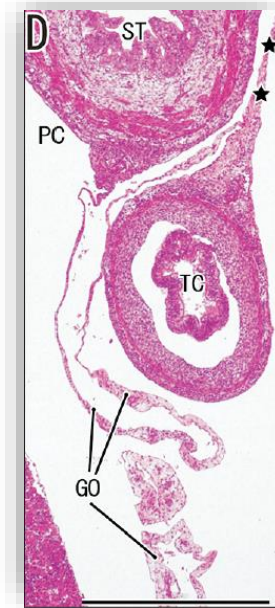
Secció en fetus humà de 36mm (9a setmana gestacional). *GO* (*epipló major /greater omentum*) creix en sentit longitudinal i està fusionat amb el *TC* (*còlon transvers/ Transverse colon*). *PC* (*Peritoneal Cavity/Cavitat peritoneal*), *ST* (*estómac/Stomach*) (44)
